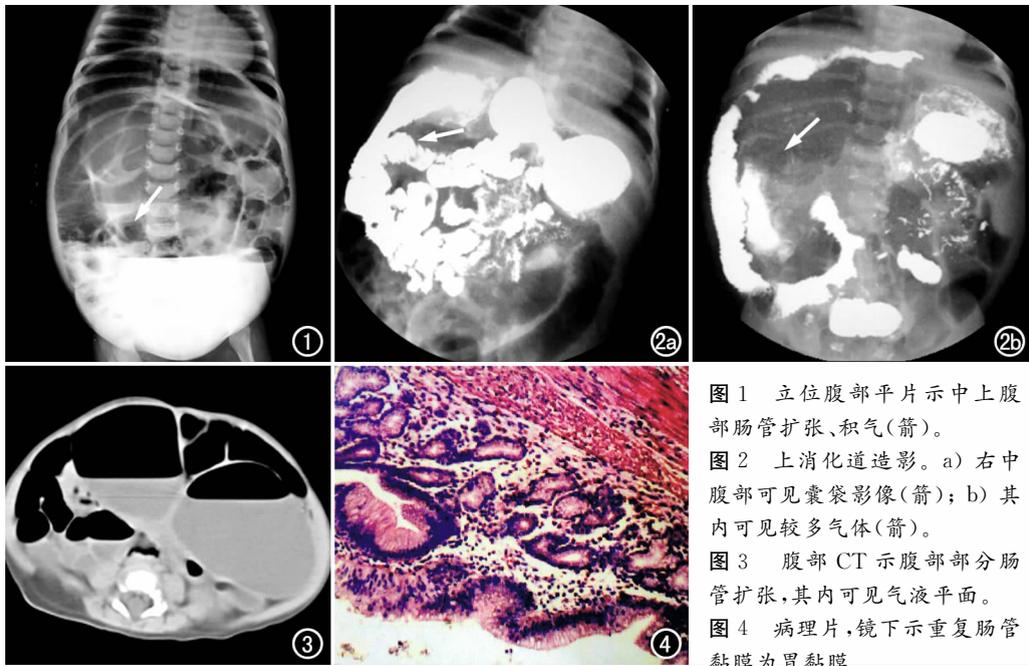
立位腹部平片示中上腹部肠管扩张、积气(箭)。
